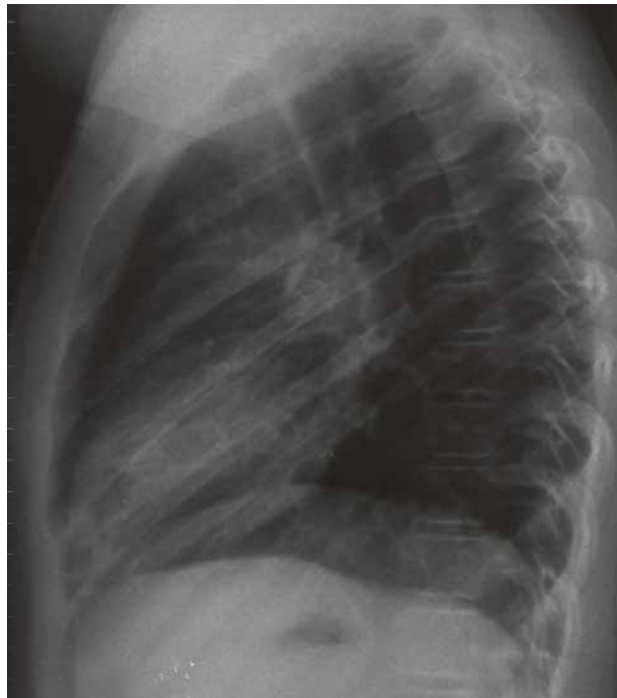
Radiografia simples de tórax em perfil.
